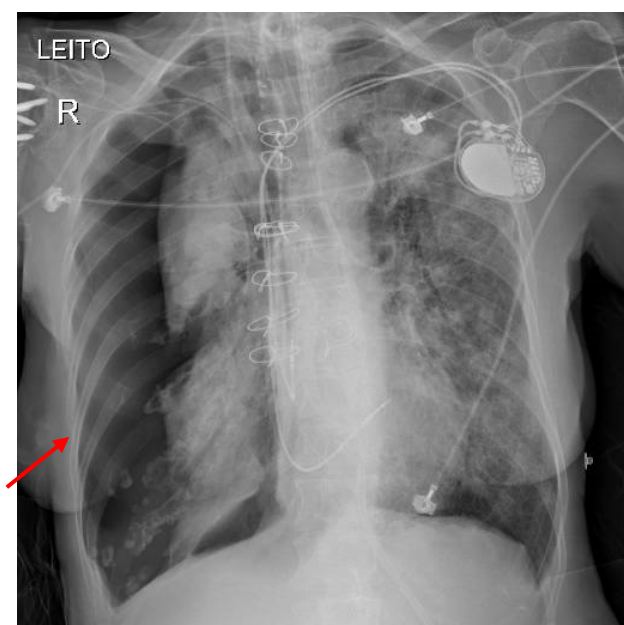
Pneumotórax em hemitórax direito em radiografia de tórax realizada em leito. (Imagem gentilmente cedida por Sardenberg, Rodrigo).
